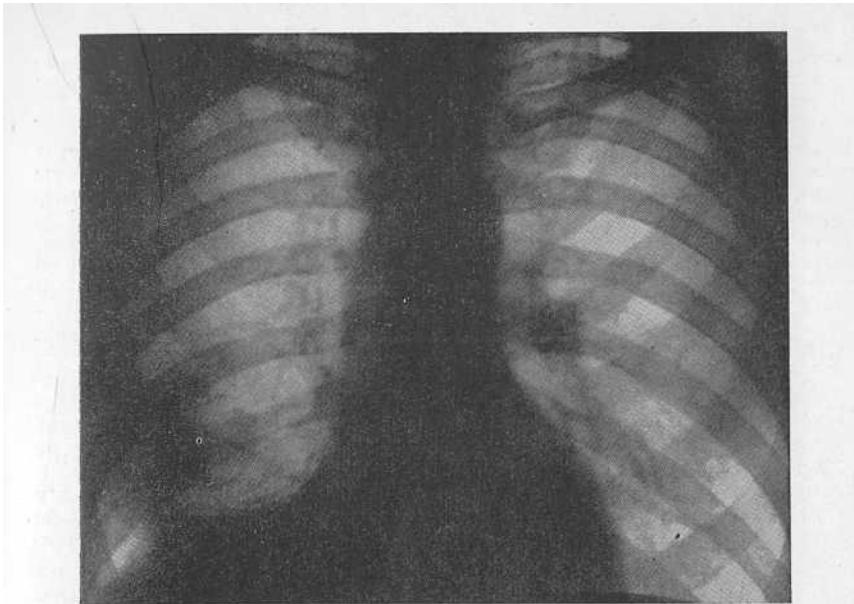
Рентгенограмма больного К. Средняя и нижняя доли правого легкого уменьшены в объеме, затемнены. Правый купол диафрагмы фиксирован спайками. Сердце смещено вправо.
